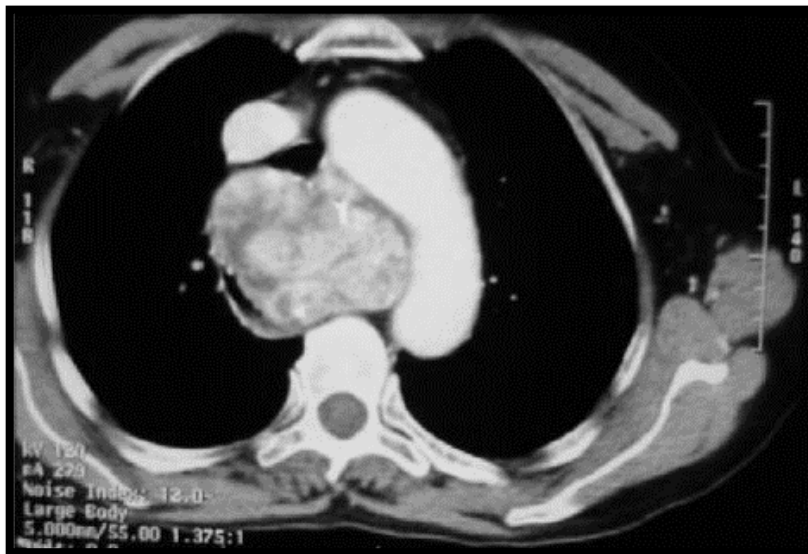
TDM thoracique en coupe axiale : goitre endothoracique avec plongement rétro-vasculaire (59)
